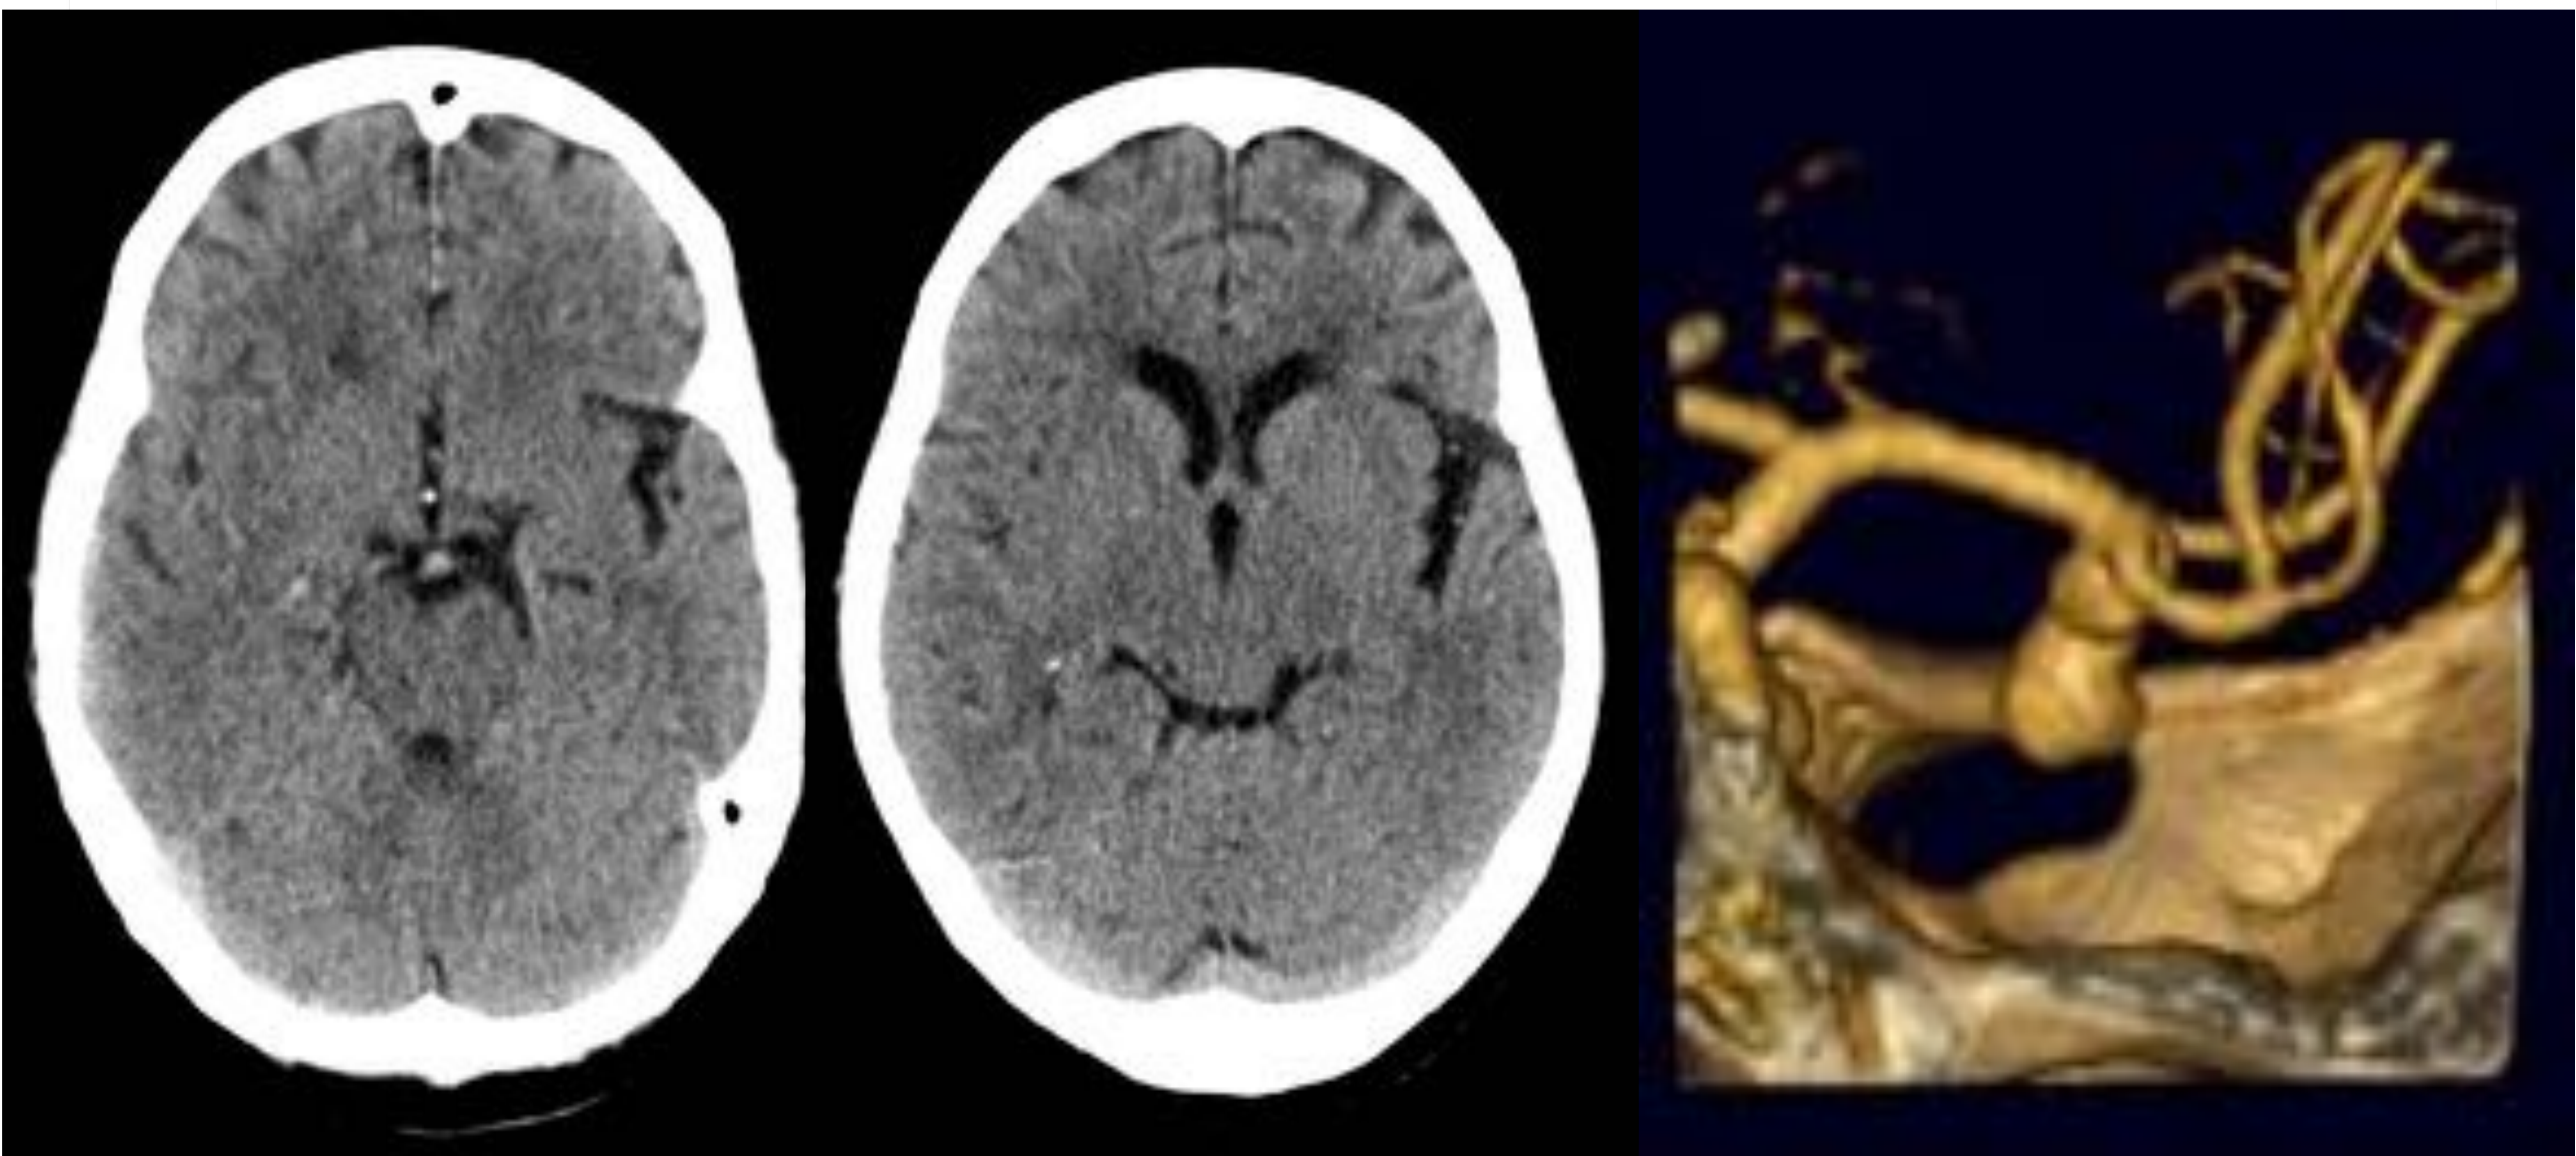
HSA subaguda en paciente con aneurisma de ACM derecha. TC cerebral sin contraste A) y B) en el que se observa ocupación por material isodenso de la cisura de Silvio derecha y surcos adyacentes en relación con HSA evolucionada. El estudio de angio-TC confirmó la presencia de un aneurisma en la bifurcación de la ACM derecha.
